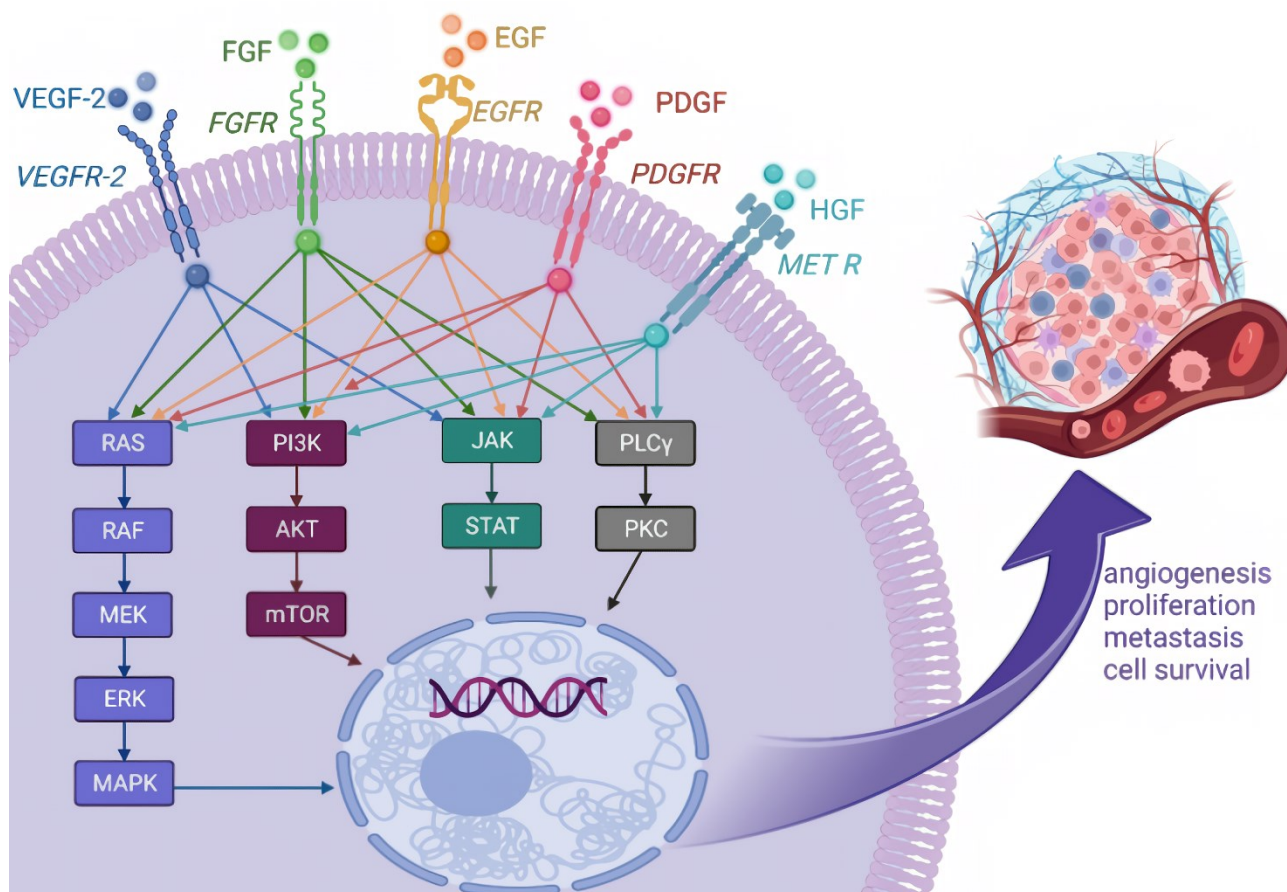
Immagine riassuntiva dell'espressione dei fattori di crescita che attivano recettori TK nelle cellule di MM portando così all'avvio di diverse vie, le quali modificano la trascrizione genica nel nucleo e forniscono alle cellule tumorali molteplici caratteristiche che aumentano la loro aggressività quali aumento della sopravvivenza, proliferazione, angiogenesi e metastatizzazione¹⁷⁴.
